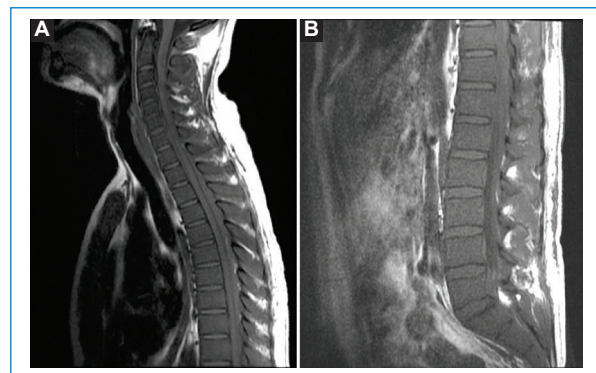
Cortes sagitales ponderados en T1 de RM de columna cervico-torácica (A) y lumbo-sacra (B), evidenciándose disminución de la intensidad de señal en forma difusa de la médula ósea.
